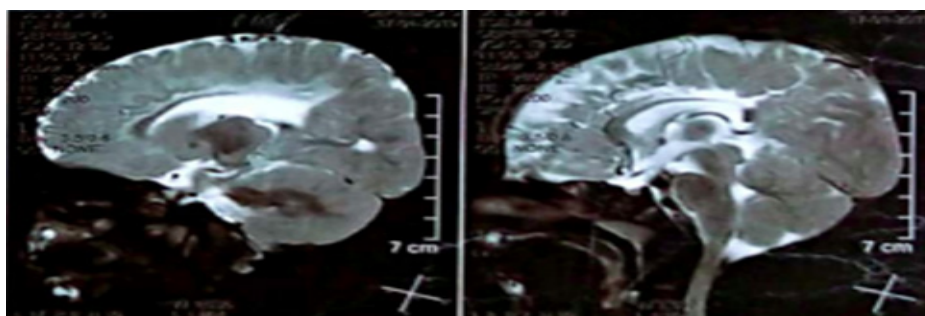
Resonancia magnética de cerebro: corte axial
